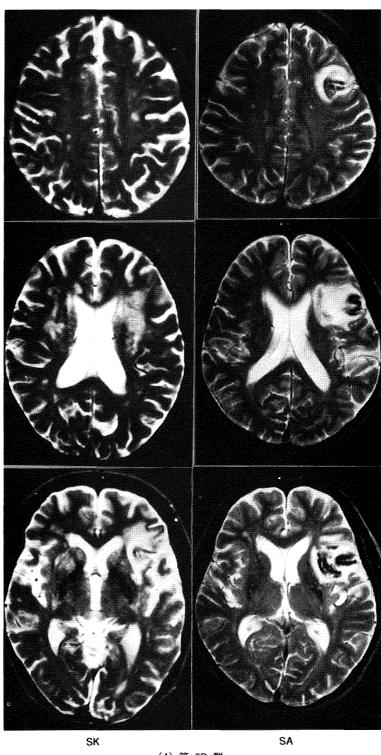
MRI T2 強調画像, CT 水平断 (図の右側が左半球)
